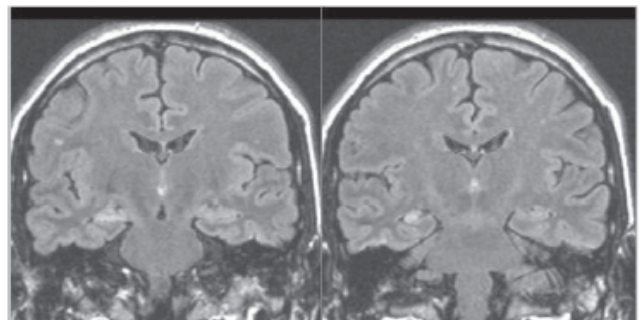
Esclerosis Mesial. Imágenes coronales en secuencia FLAIR que muestra hiperintensidad y atrofia del hipocampo
